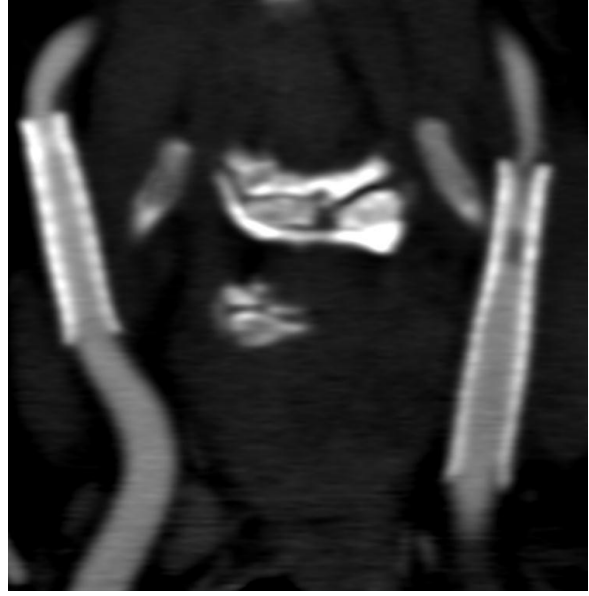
Ortak karotid arter bifurkasyon düzeyine açık hücreli stent yerleştirilen olgu 12. ay kontrolünde internal karotid arter proksimalinde fokal restenoz saptandı. A: fokal stenoz şematik gösterim. B ve C: Doppler ultrasonografi görüntüleri. D ve E: Bilgisayarlı tomografi anjiyografi görüntüleri
